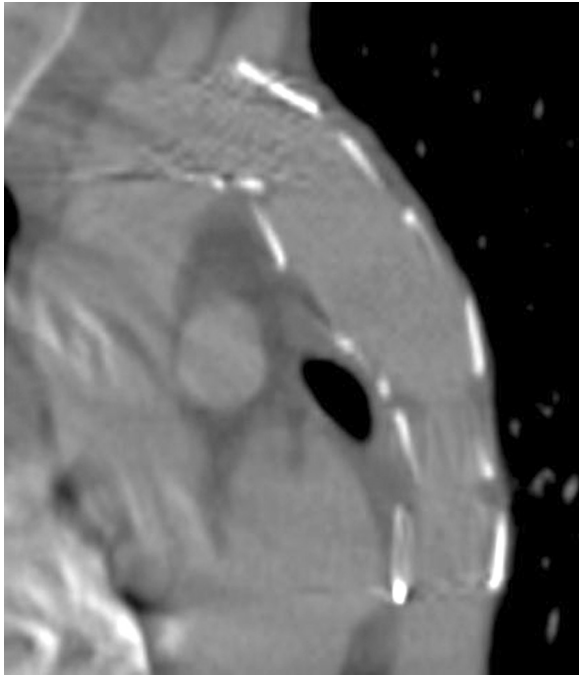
CT scan 4 days after stent-graft implantation
